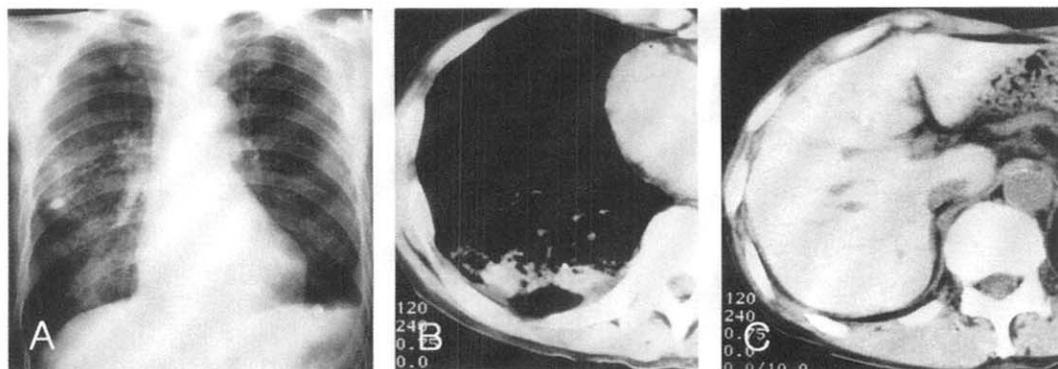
Case 2. A. Photograph obtained on admission, showing an increased opacities on right middle and lower lung fields. B & C. CT-scan lung windows obtained on admission showing an increased attenuation of a consolidative lesion at the right lower lung (B) and increased liver attenuation (C) on the precontrast phase.
